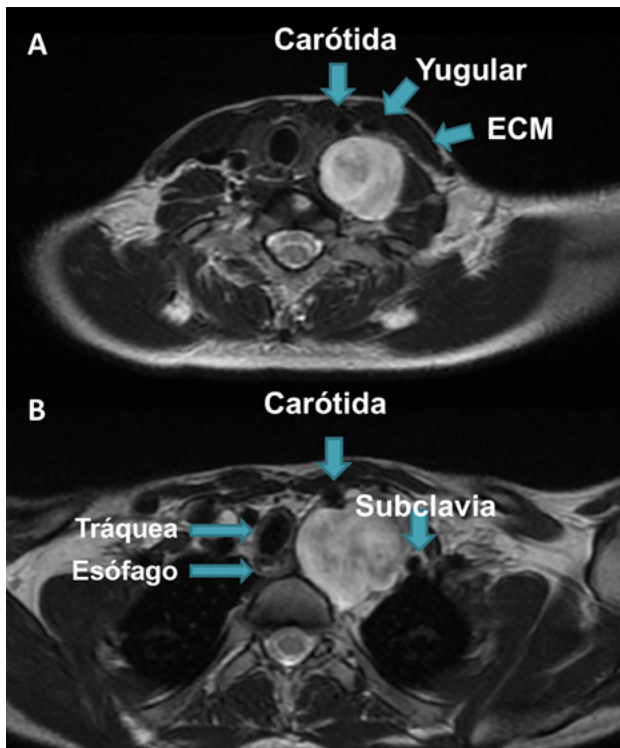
A) Corte axial de resonancia en T2 con la identificación de vasos desplazados por el tumor. ECM: Músculo esternocleidomastoideo. B) Corte axial T2 inferior al precedente en el que se observa el efecto de masa del tumor sobre vasos y vísceras.
